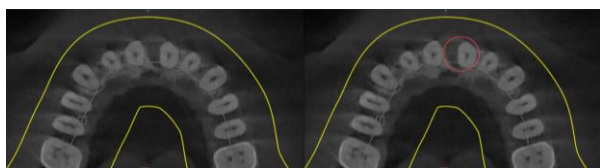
Avaliação imediata por tomografia computadorizada de feixe cônico que confirmou a presença de defeito ósseo significativo na região anterior maxilar, caracterizado por deficiência volumétrica (círculo vermelho).
